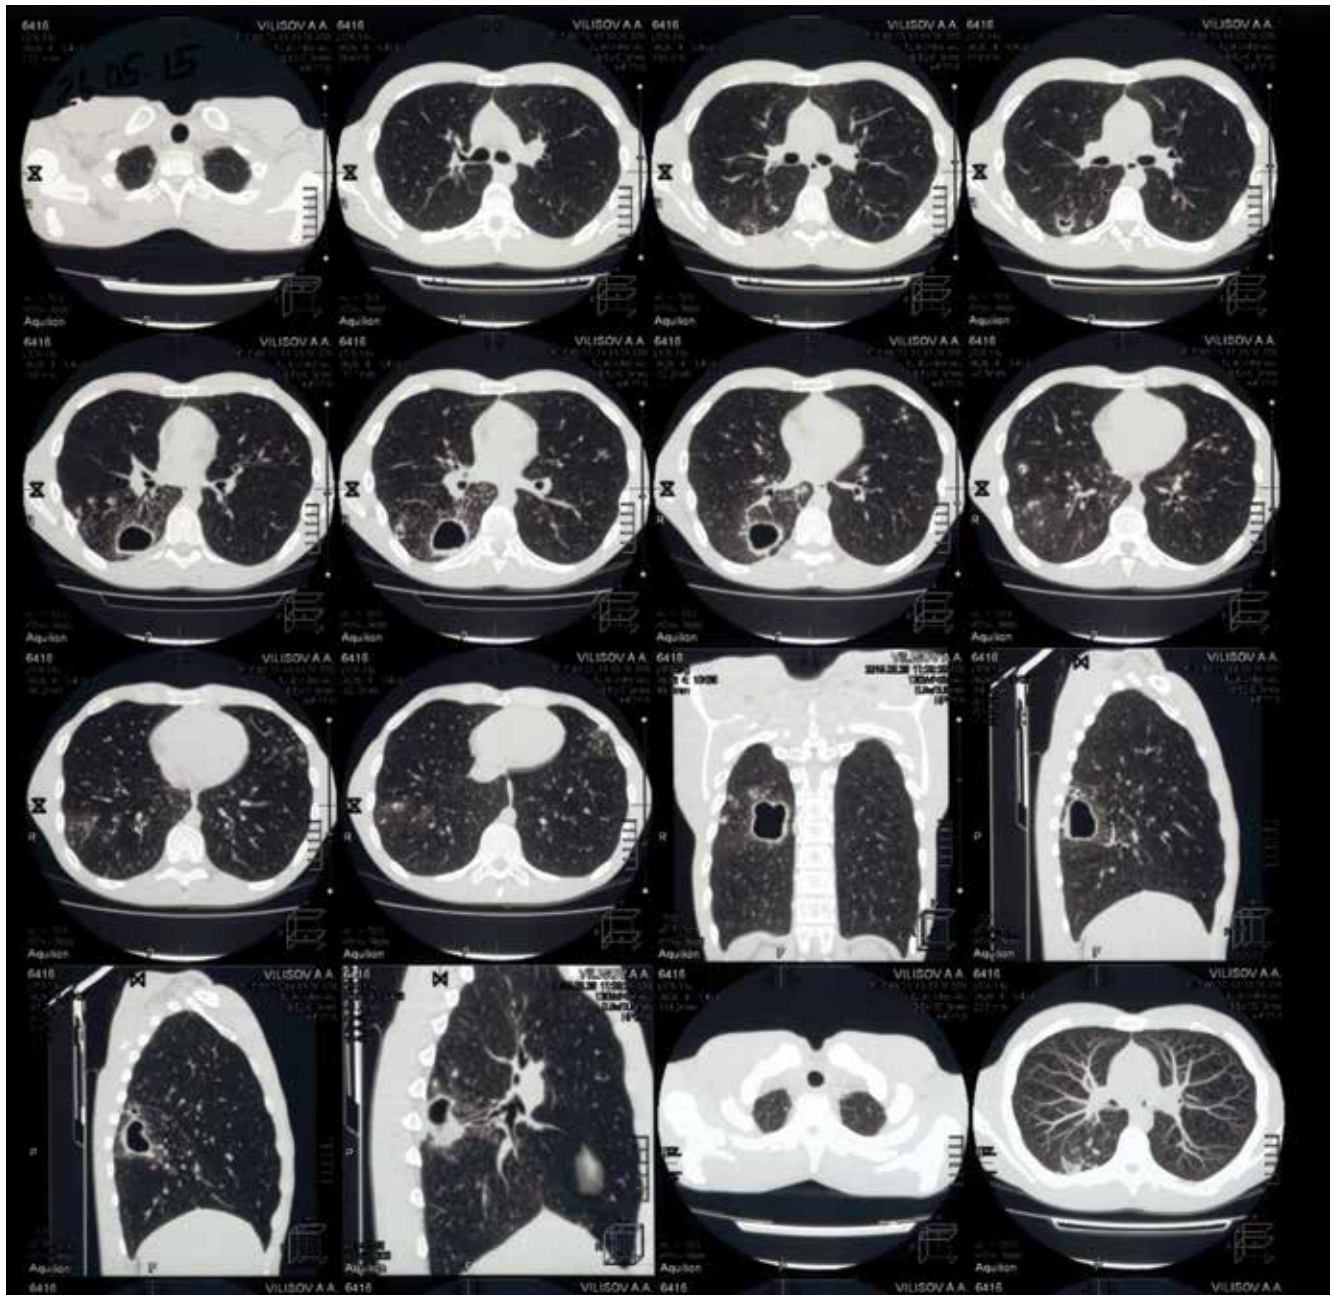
МСКТ-исследование от 26.05.2015 г.
